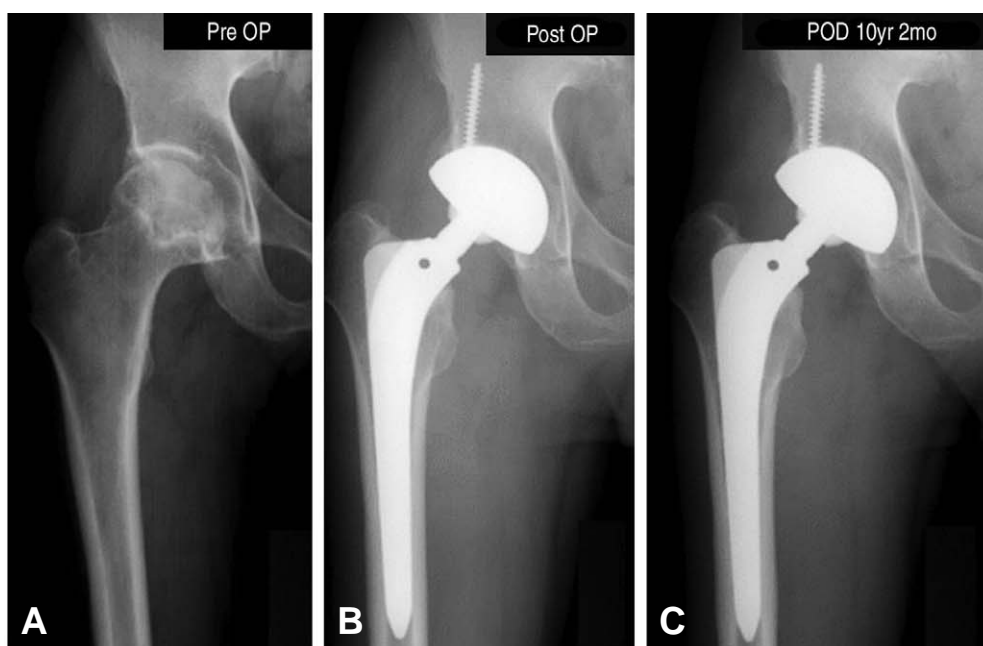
(A) A preoperative AP radiograph of a 64-years-old man. Initial Diagnosis was osteonecrosis of femoral head. (B) A post operative AP radiograph (C) AP radiograph taken at the 10-years-2 months followup show the absence of wear and osteolysis. The patient's clinical score is excellent.
